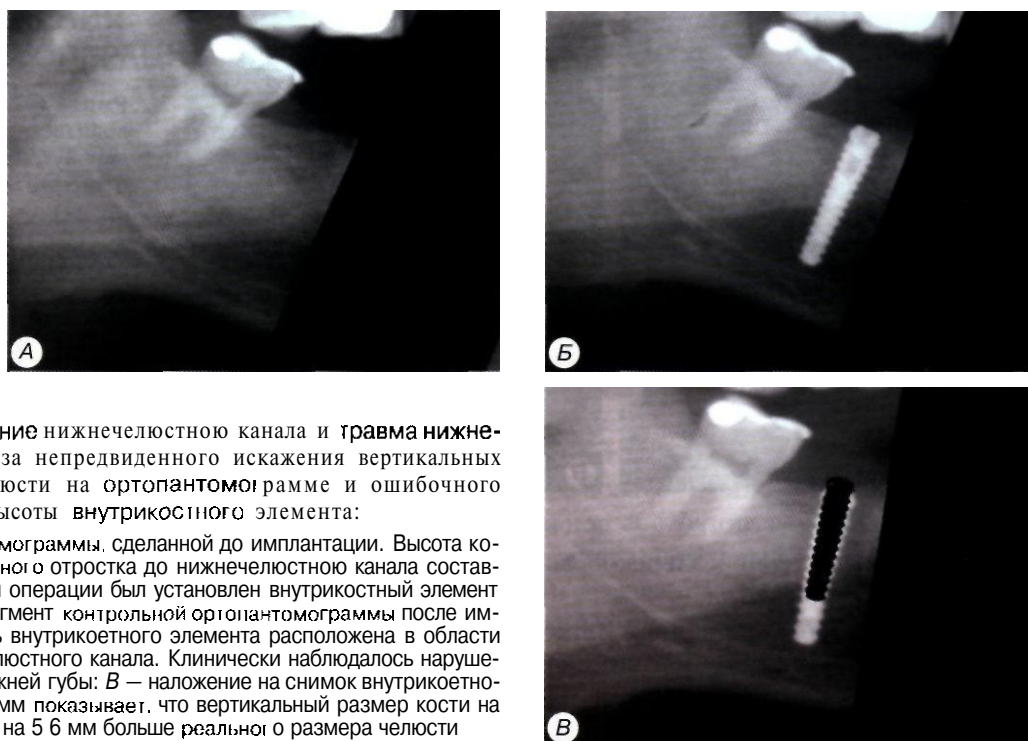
Повреждение нижнечелюстного канала и травма нижнелуночкового нерва из-за непредвиденного искажения вертикальных размеров нижней челюсти на ортопантомограмме и ошибочного выбора высоты внутрикостного элемента:
